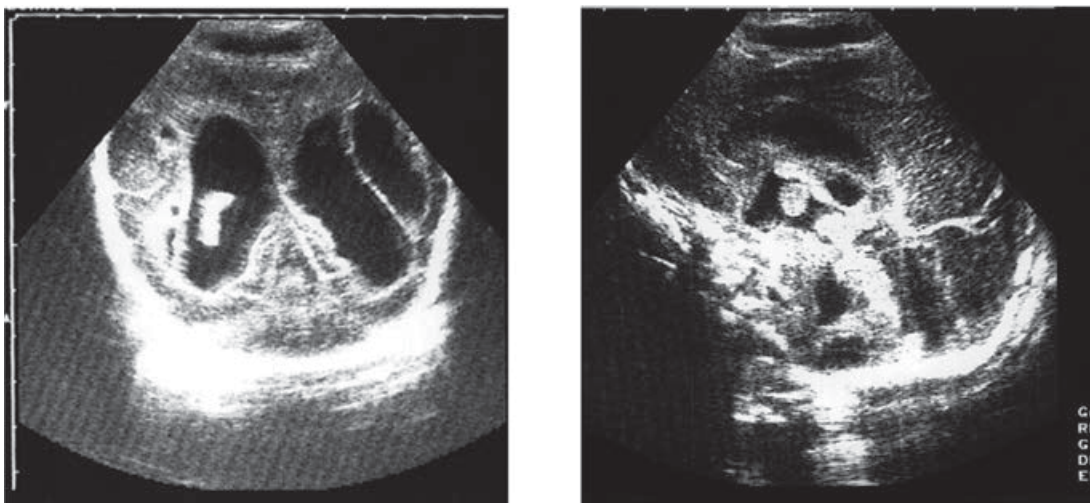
Ecografía cerebral en un neonato afecto de TFNA. A. Corte Coronal. Se observa un coágulo en el ventrículo lateral izquierdo. B. Corte sagital medio. El mismo coágulo en ventrículo superior.
